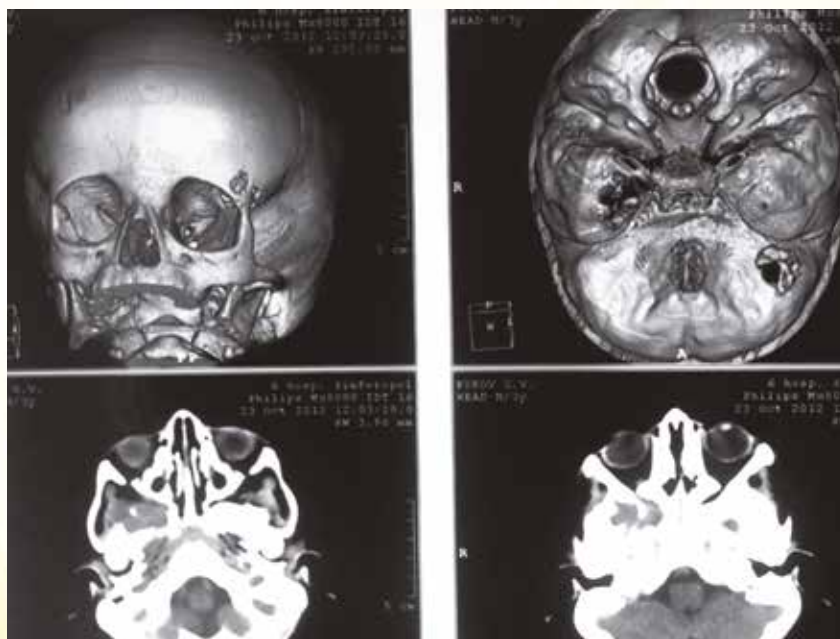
Компьютерная томография головного мозга ребенка Г., 3 года 2 мес.
